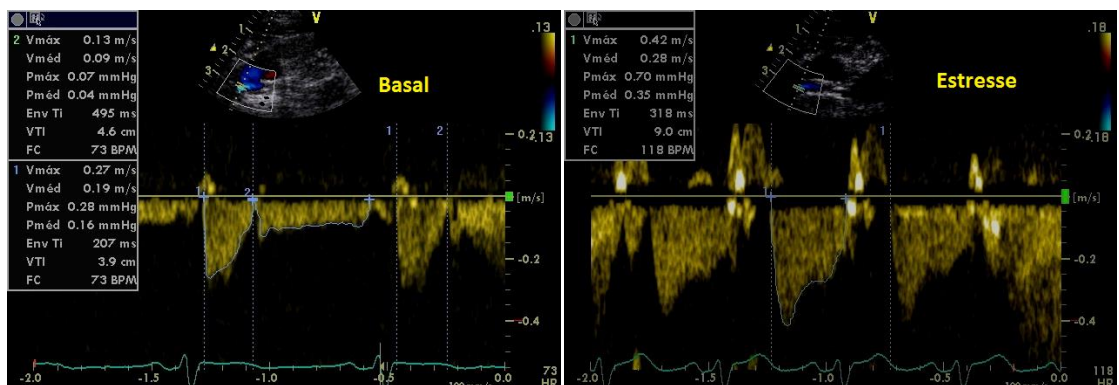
Doppler da artéria torácica interna (ATI) anastomosada em paciente do grupo I. No exame de 6 meses basal (em condição basal) e no exame de 6 meses – estresse (estresse com dobutamina). Durante a frequência cardíaca submáxima, a ATI apresentava 100% de componente diastólico devido a total supressão do sistólico. A reserva de velocidade mediu 3,23 no cálculo com o pico de velocidade diastólica, e 3,11 pelo cálculo com a velocidade média diastólica.
